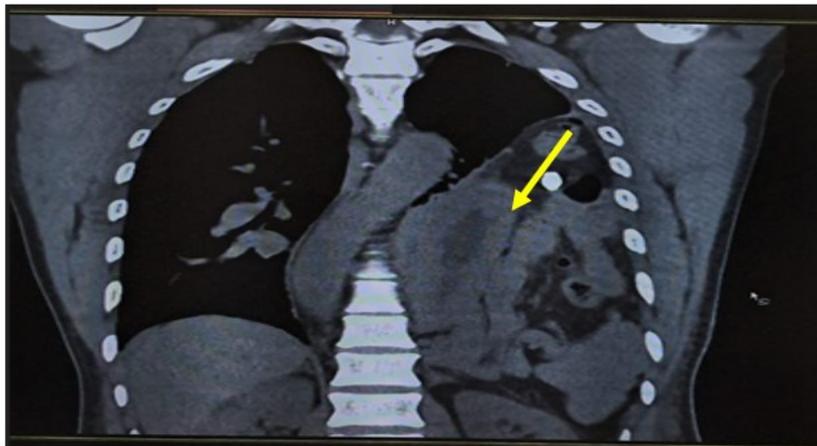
Tomografía computarizada (donde se precisa desplazamiento superior del pulmón y órganos intraabdominales en cavidad pleural) (Foto tomada por el autor).
